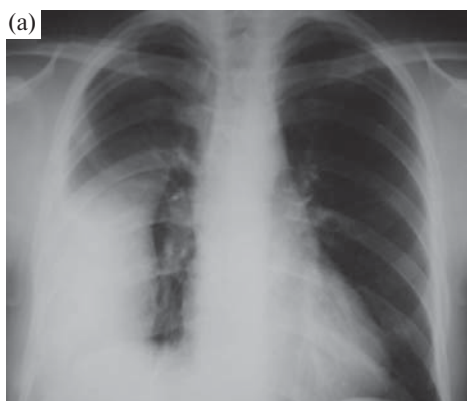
Гемоторакс, диагностированный через 1 мес с момента появления рентгенологической картины у больного, получавшего варфарин после протезирования митрального клапана: а – рентгенограмма органов грудной клетки; б – КТ.
